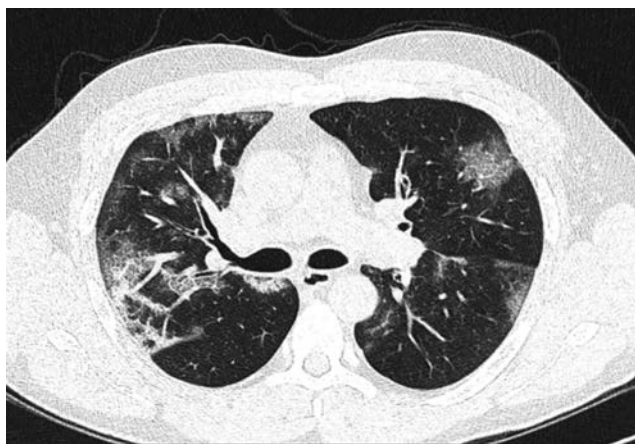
КТ грудной клетки с признаками полисегментарной пневмонии КТ-1-2
